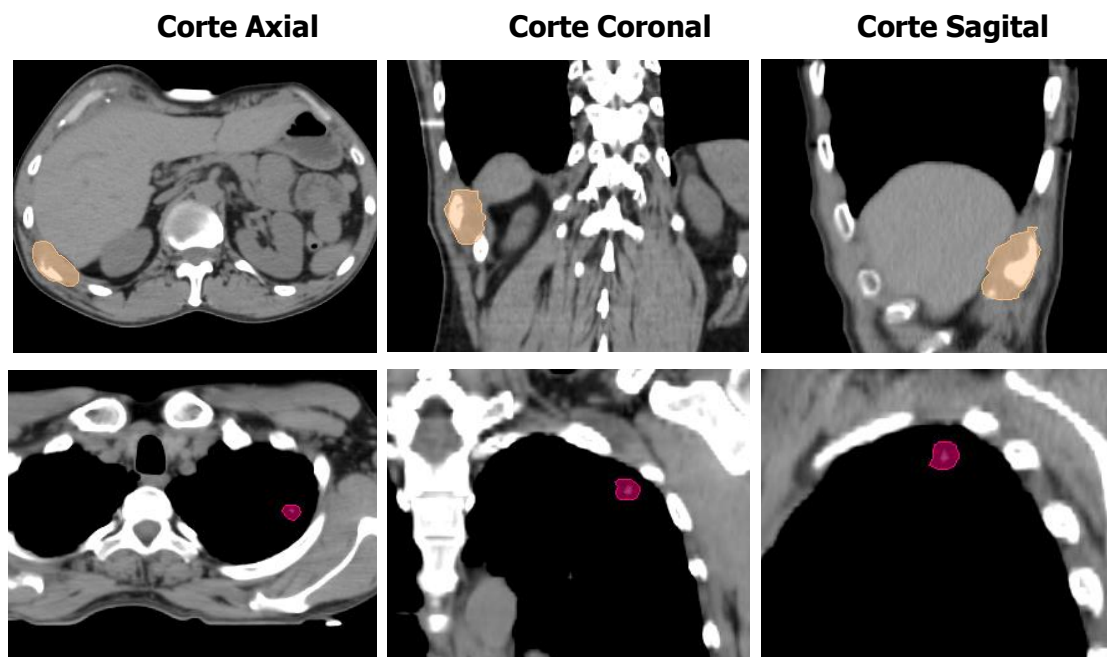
Imagen TAC de un paciente de cáncer pulmonar. En la zona superior se representan sus respectivos cortes axial, coronal y sagital de la metástasis ósea, y en la parte inferior los de la metástasis pulmonar, ambas representadas por el volumen de GTV correspondiente. Imágenes extraídas con Slicer 3D.
